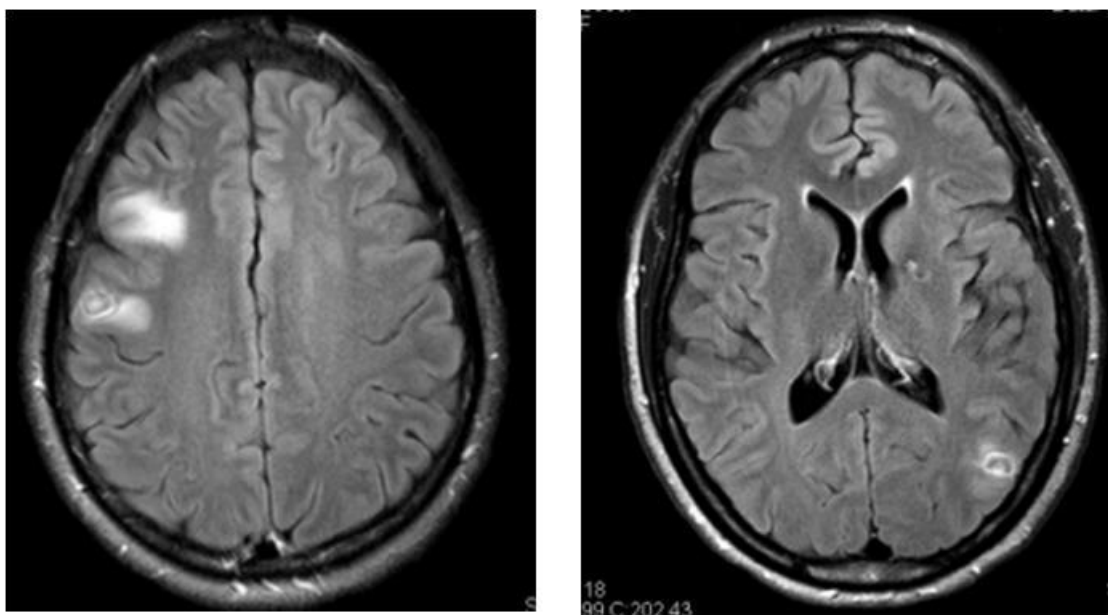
Ressonância Magnética (FLAIR AX) de 05 de outubro de 2012. Tres meses após tratamento.
